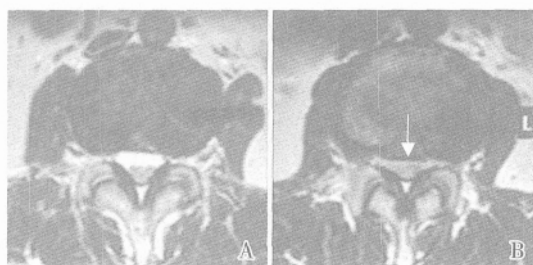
神经性跛行患者 PRP 以及 ACE MRI 检查比较
